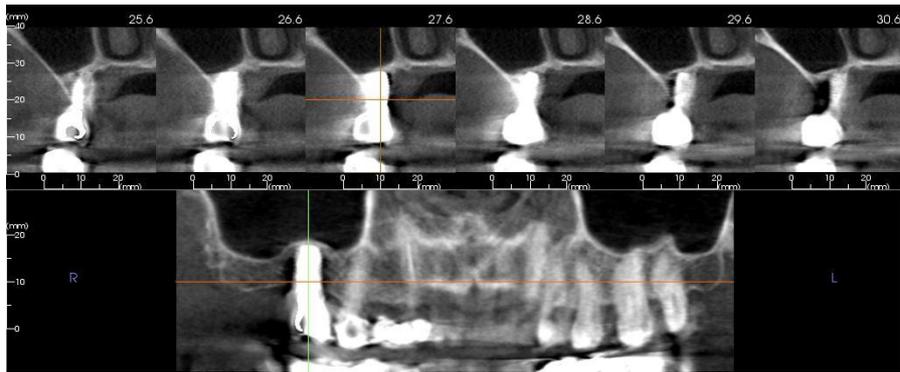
J. TC al año de la carga.
